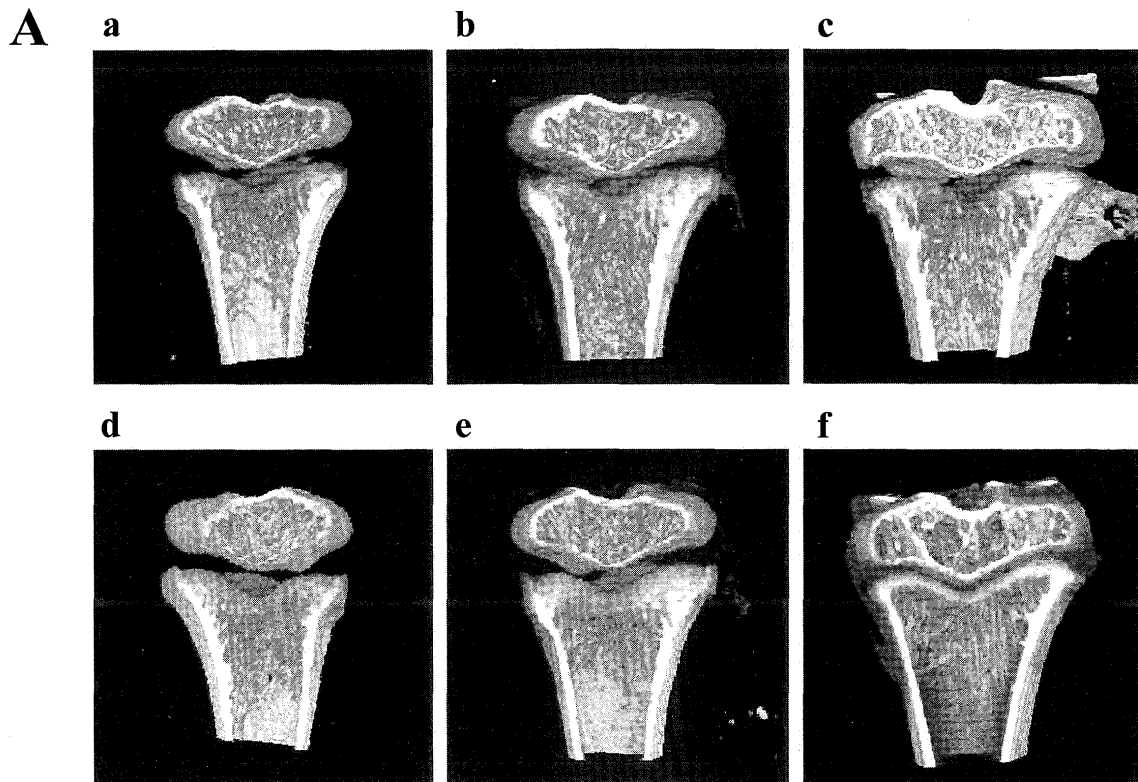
$\mu$ CTによる3次元骨梁構造解析
